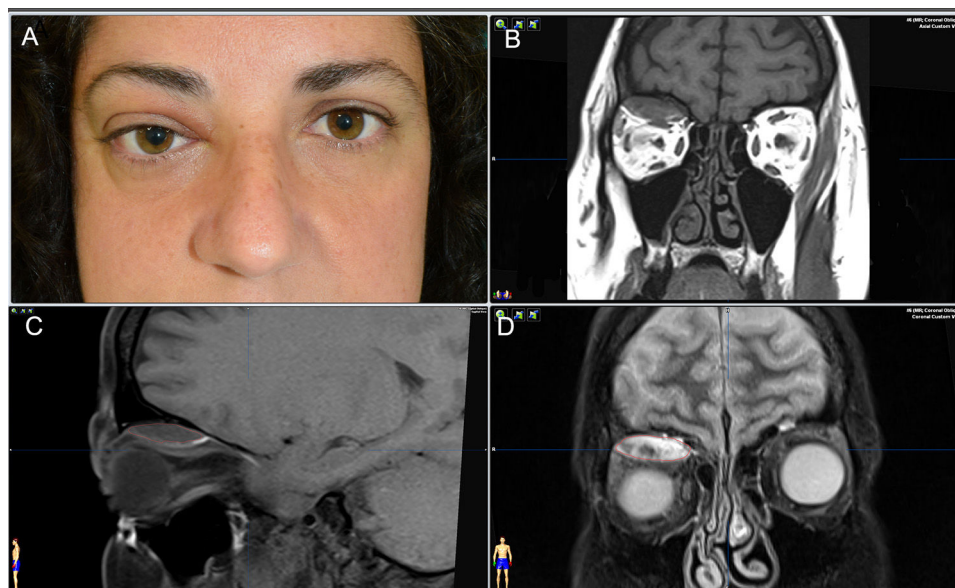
A) Estado preoperatorio de la paciente donde se observa proptosis, midriasis, hipoftalmos y edema palpebral superior del ojo derecho. B-D) Imágenes de RMN donde se observa una lesión expansiva (de 3,3 cm de longitud en el eje anteroposterior), que muestra una intensidad de señal heterogénea isointensa respecto al músculo en secuencias potenciadas en T1 con saturación grasa (C) y T1 spin echo (B) con alguna zona hiperintensa en su interior. En STIR (D) aparece hiperintensa con zonas de baja señal en su interior, que traducen la presencia de contenido hemático. La lesión tiene una amplia base de implantación a nivel del techo de la órbita derecha, desplazando caudalmente al músculo recto superior y oblicuo superior, y provocando proptosis e hipoftalmos de 4,7 mm del globo ocular. No se evidencian otras alteraciones ni signos que sugieran la existencia de una malformación vascular.
